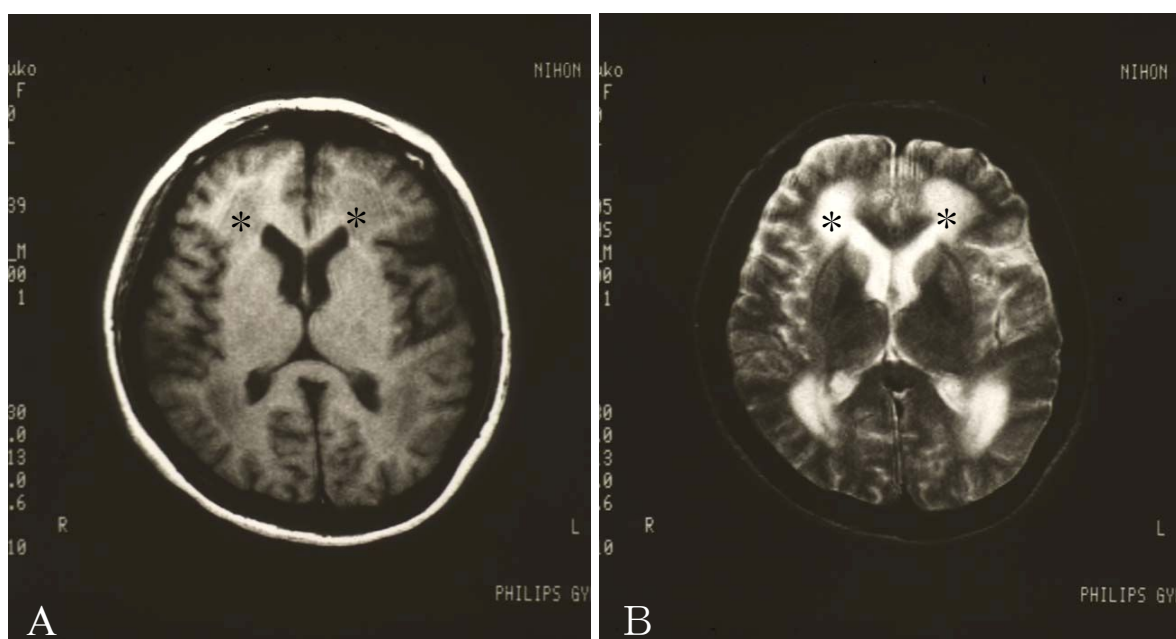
図 2 の患者におけるカルモフル中止 1 か月後の MRI 画像
